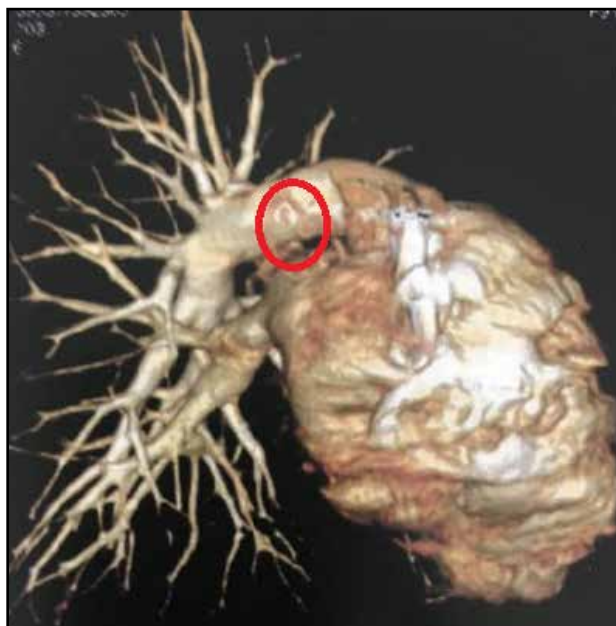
Angiotomografia computadorizada de tórax com reconstrução tipo renderização volumétrica, em perfil direito. Agenesia de artéria pulmonar direita. (Círculo vermelho: local de onde deveria se originar a APD).
